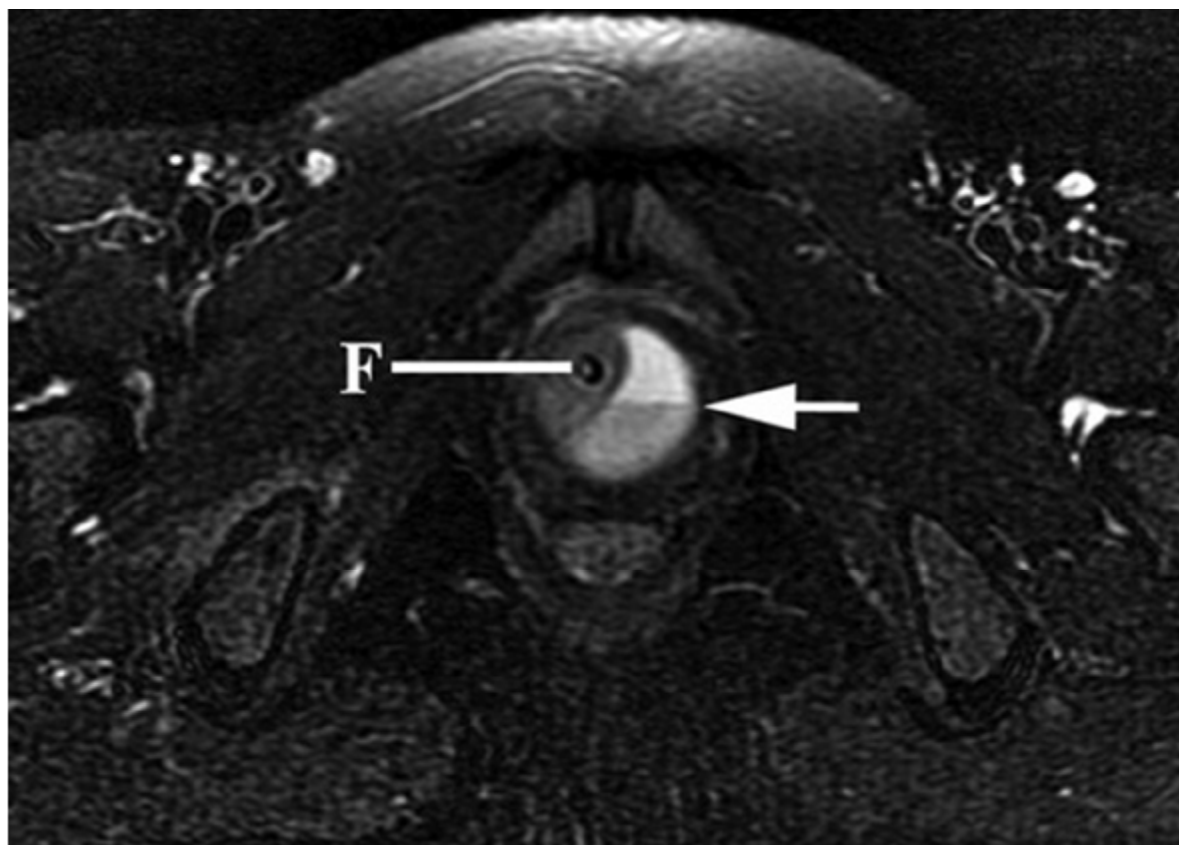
Diverticule urétral infecté chez une femme de 35 ans qui a présenté une dysurie. L'image IRM T2 FATSAT constate un diverticule urétral avec un niveau de débris fluide F = cathéter Foley [56].
